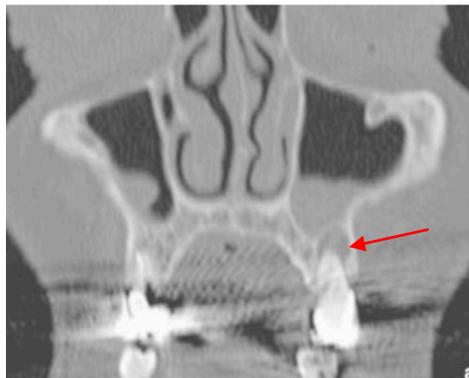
TDM en coupe coronale centrée sur les sinus maxillaires. Une lésion radio-claire d'aspect kystique, bien limitée, est appendue à l'apex de la molaire maxillaire gauche et entraîne un comblement partiel du sinus maxillaire (flèche). (27)
